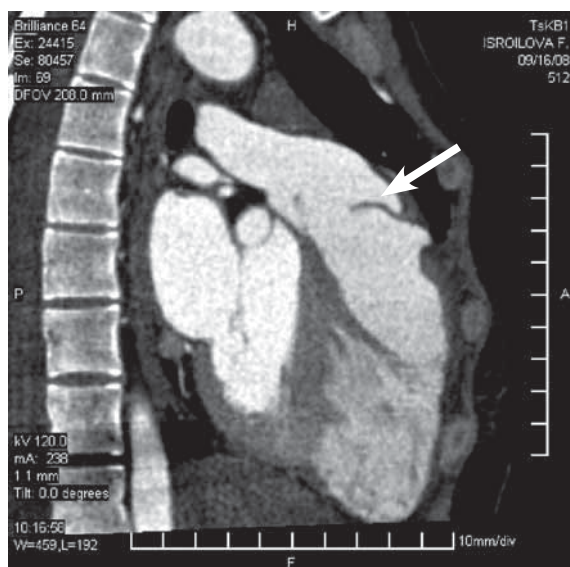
б. Томограмма в 2D режиме: моностворка (стрелка) функционирует
